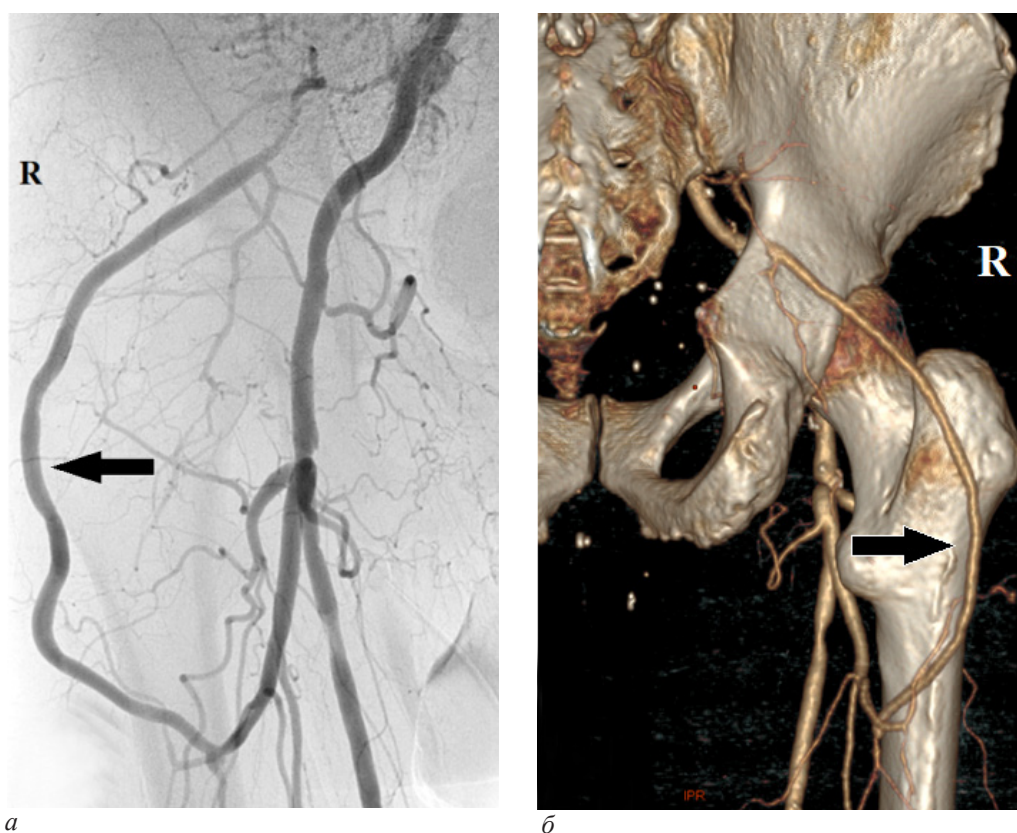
Ангиография через 10 месяцев после операции: а – катетерная артериография; б – компьютерная томография (3D-изображение, вид сзади); стрелками указан проходимый аутовенозный шунт
